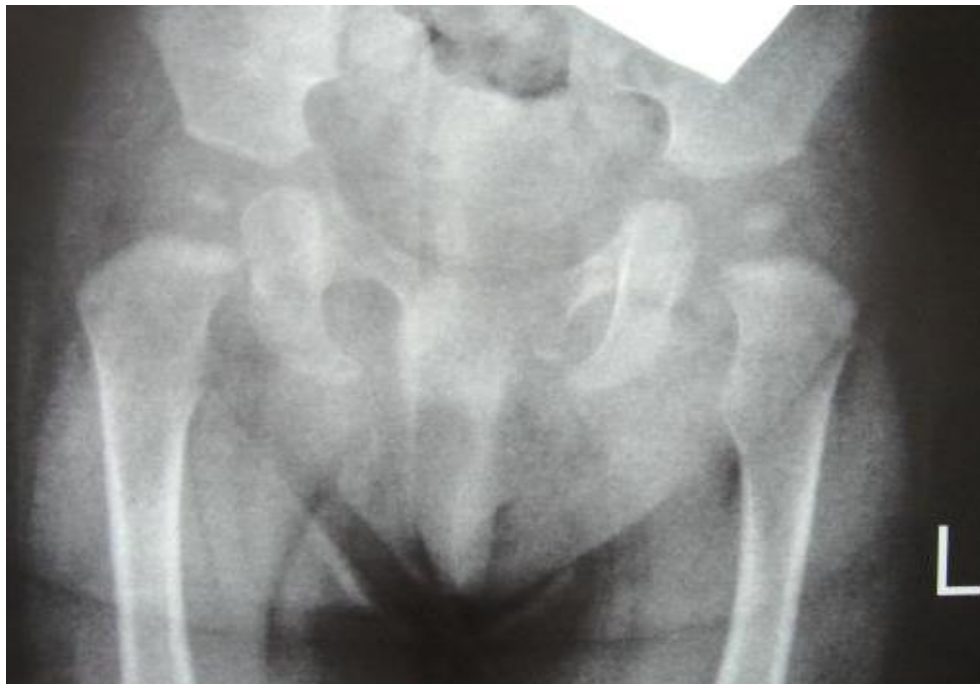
Дитина М. Рентгенографія кульшових суглобів у віці 6 міс.
